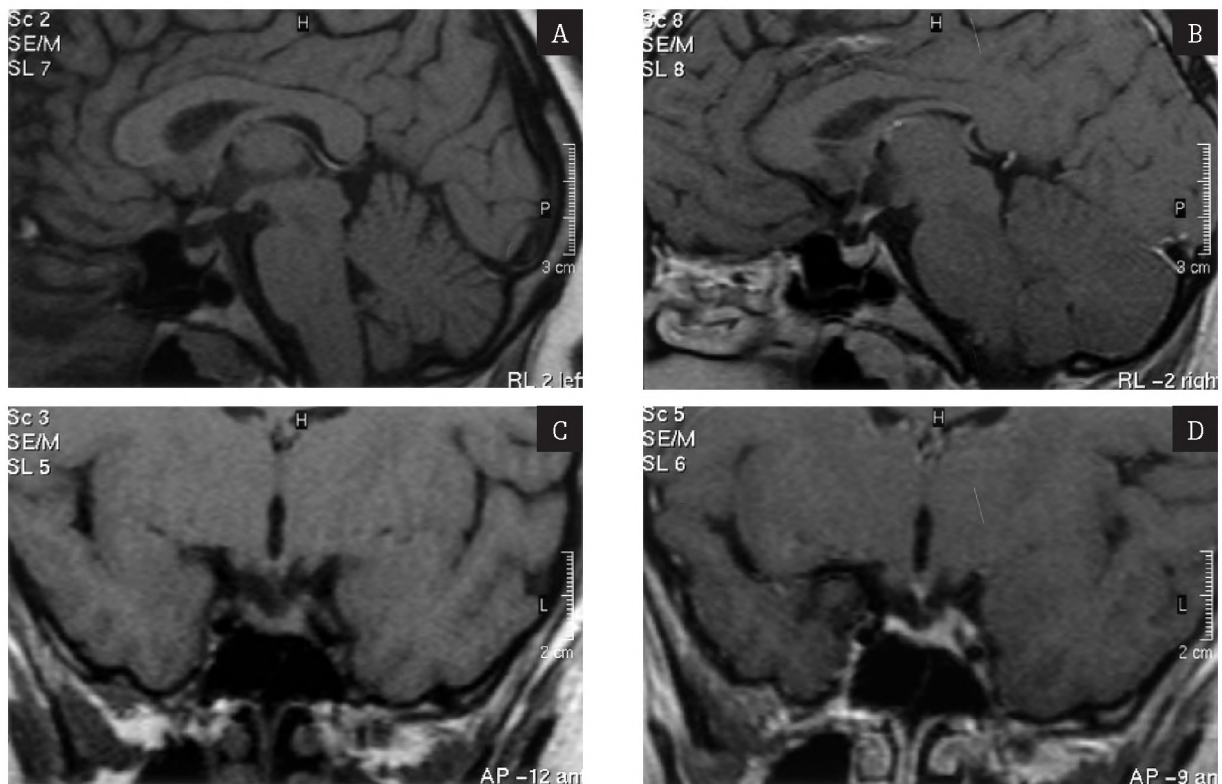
MRI performed on January 25, 2005: a), b) abnormal isointense signal from posterior lobe of the hypophysis. Pre- and post-contrast SE/T1 sequences, sagittal cross-section. c), d) deformity, thinning, blurring outlines and retracting the infundibular stem left. Pre- and post-contrast SE/T1 sequences, coronal cross-section
